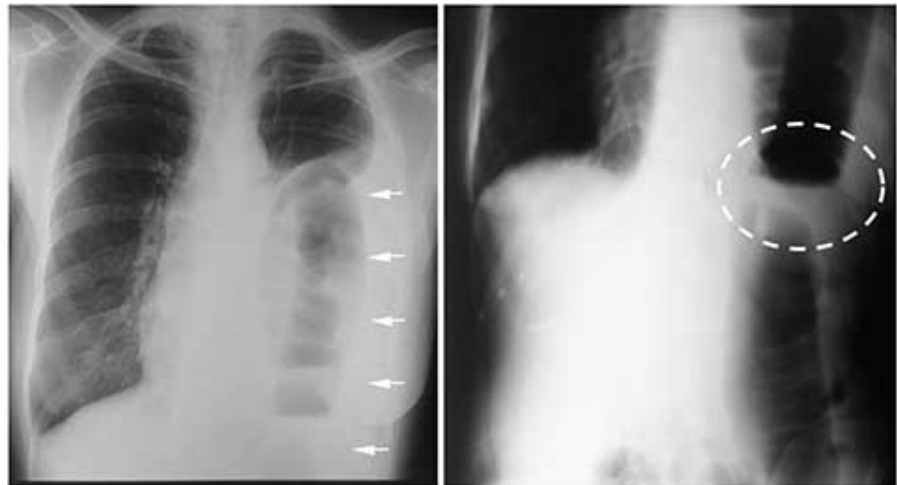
A. Radiografía Tele de tórax. Se aprecia imagen en tubo doblado compatible con asa colónica debido a la evidencia de las haustra colónica con gas en su interior (Flechas blancas). B. Radiografía simple de abdomen se evidencia defecto en el hemidiafragma izquierdo con desplazamiento de órganos intraabdominales (colon transverso u estómago) a cavidad torácica compatible con una hernia diafragmática traumática (círculo punteado).
